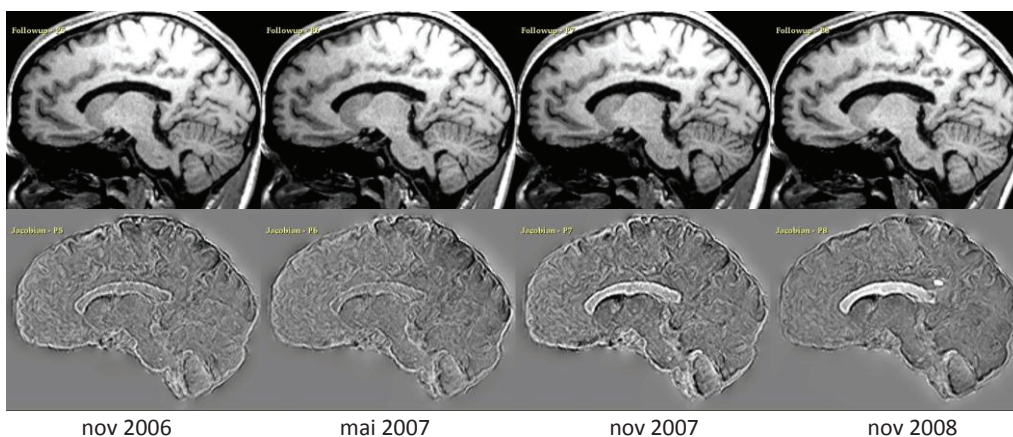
Visualisation des résultats obtenus par l'Intégration Jacobienne pour la patiente 7. La capture d'écran montre une perte du volume cérébral comme en témoigne l'élargissement des ventricules, apparaissant de plus en plus blancs. Survenue d'une lésion sur l'IRM de novembre 2008 apparaissant en blanc.
